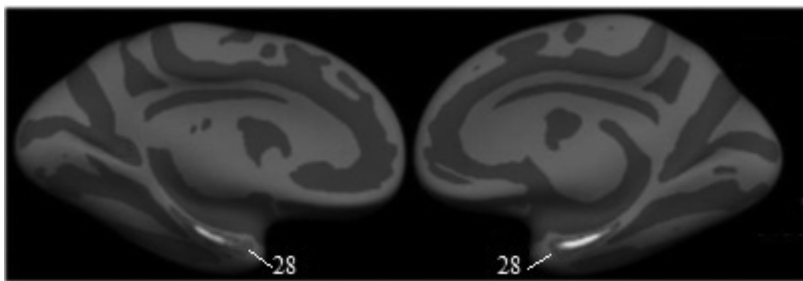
Энторинальная кора (28-е поле Бродмана) (Fischl B. et al. Predicting the location of entorhinal cortex from MRI // *Neuroimage*. 2009. Vol. 47(1). P. 8–17)
